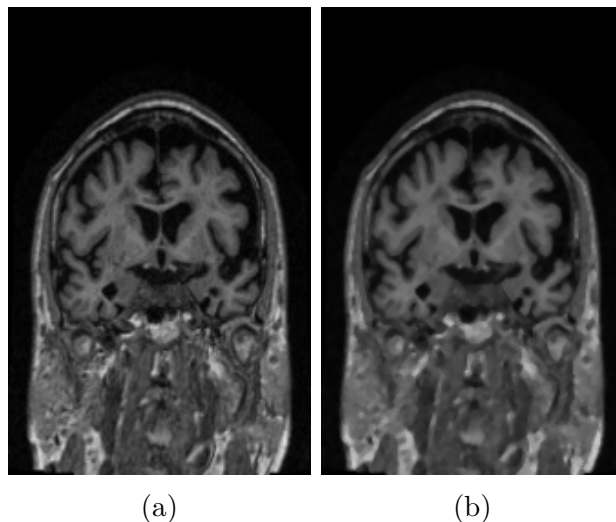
Filtro de mediana aplicado na MRI - (a) imagem original; e (b) imagem resultante.
